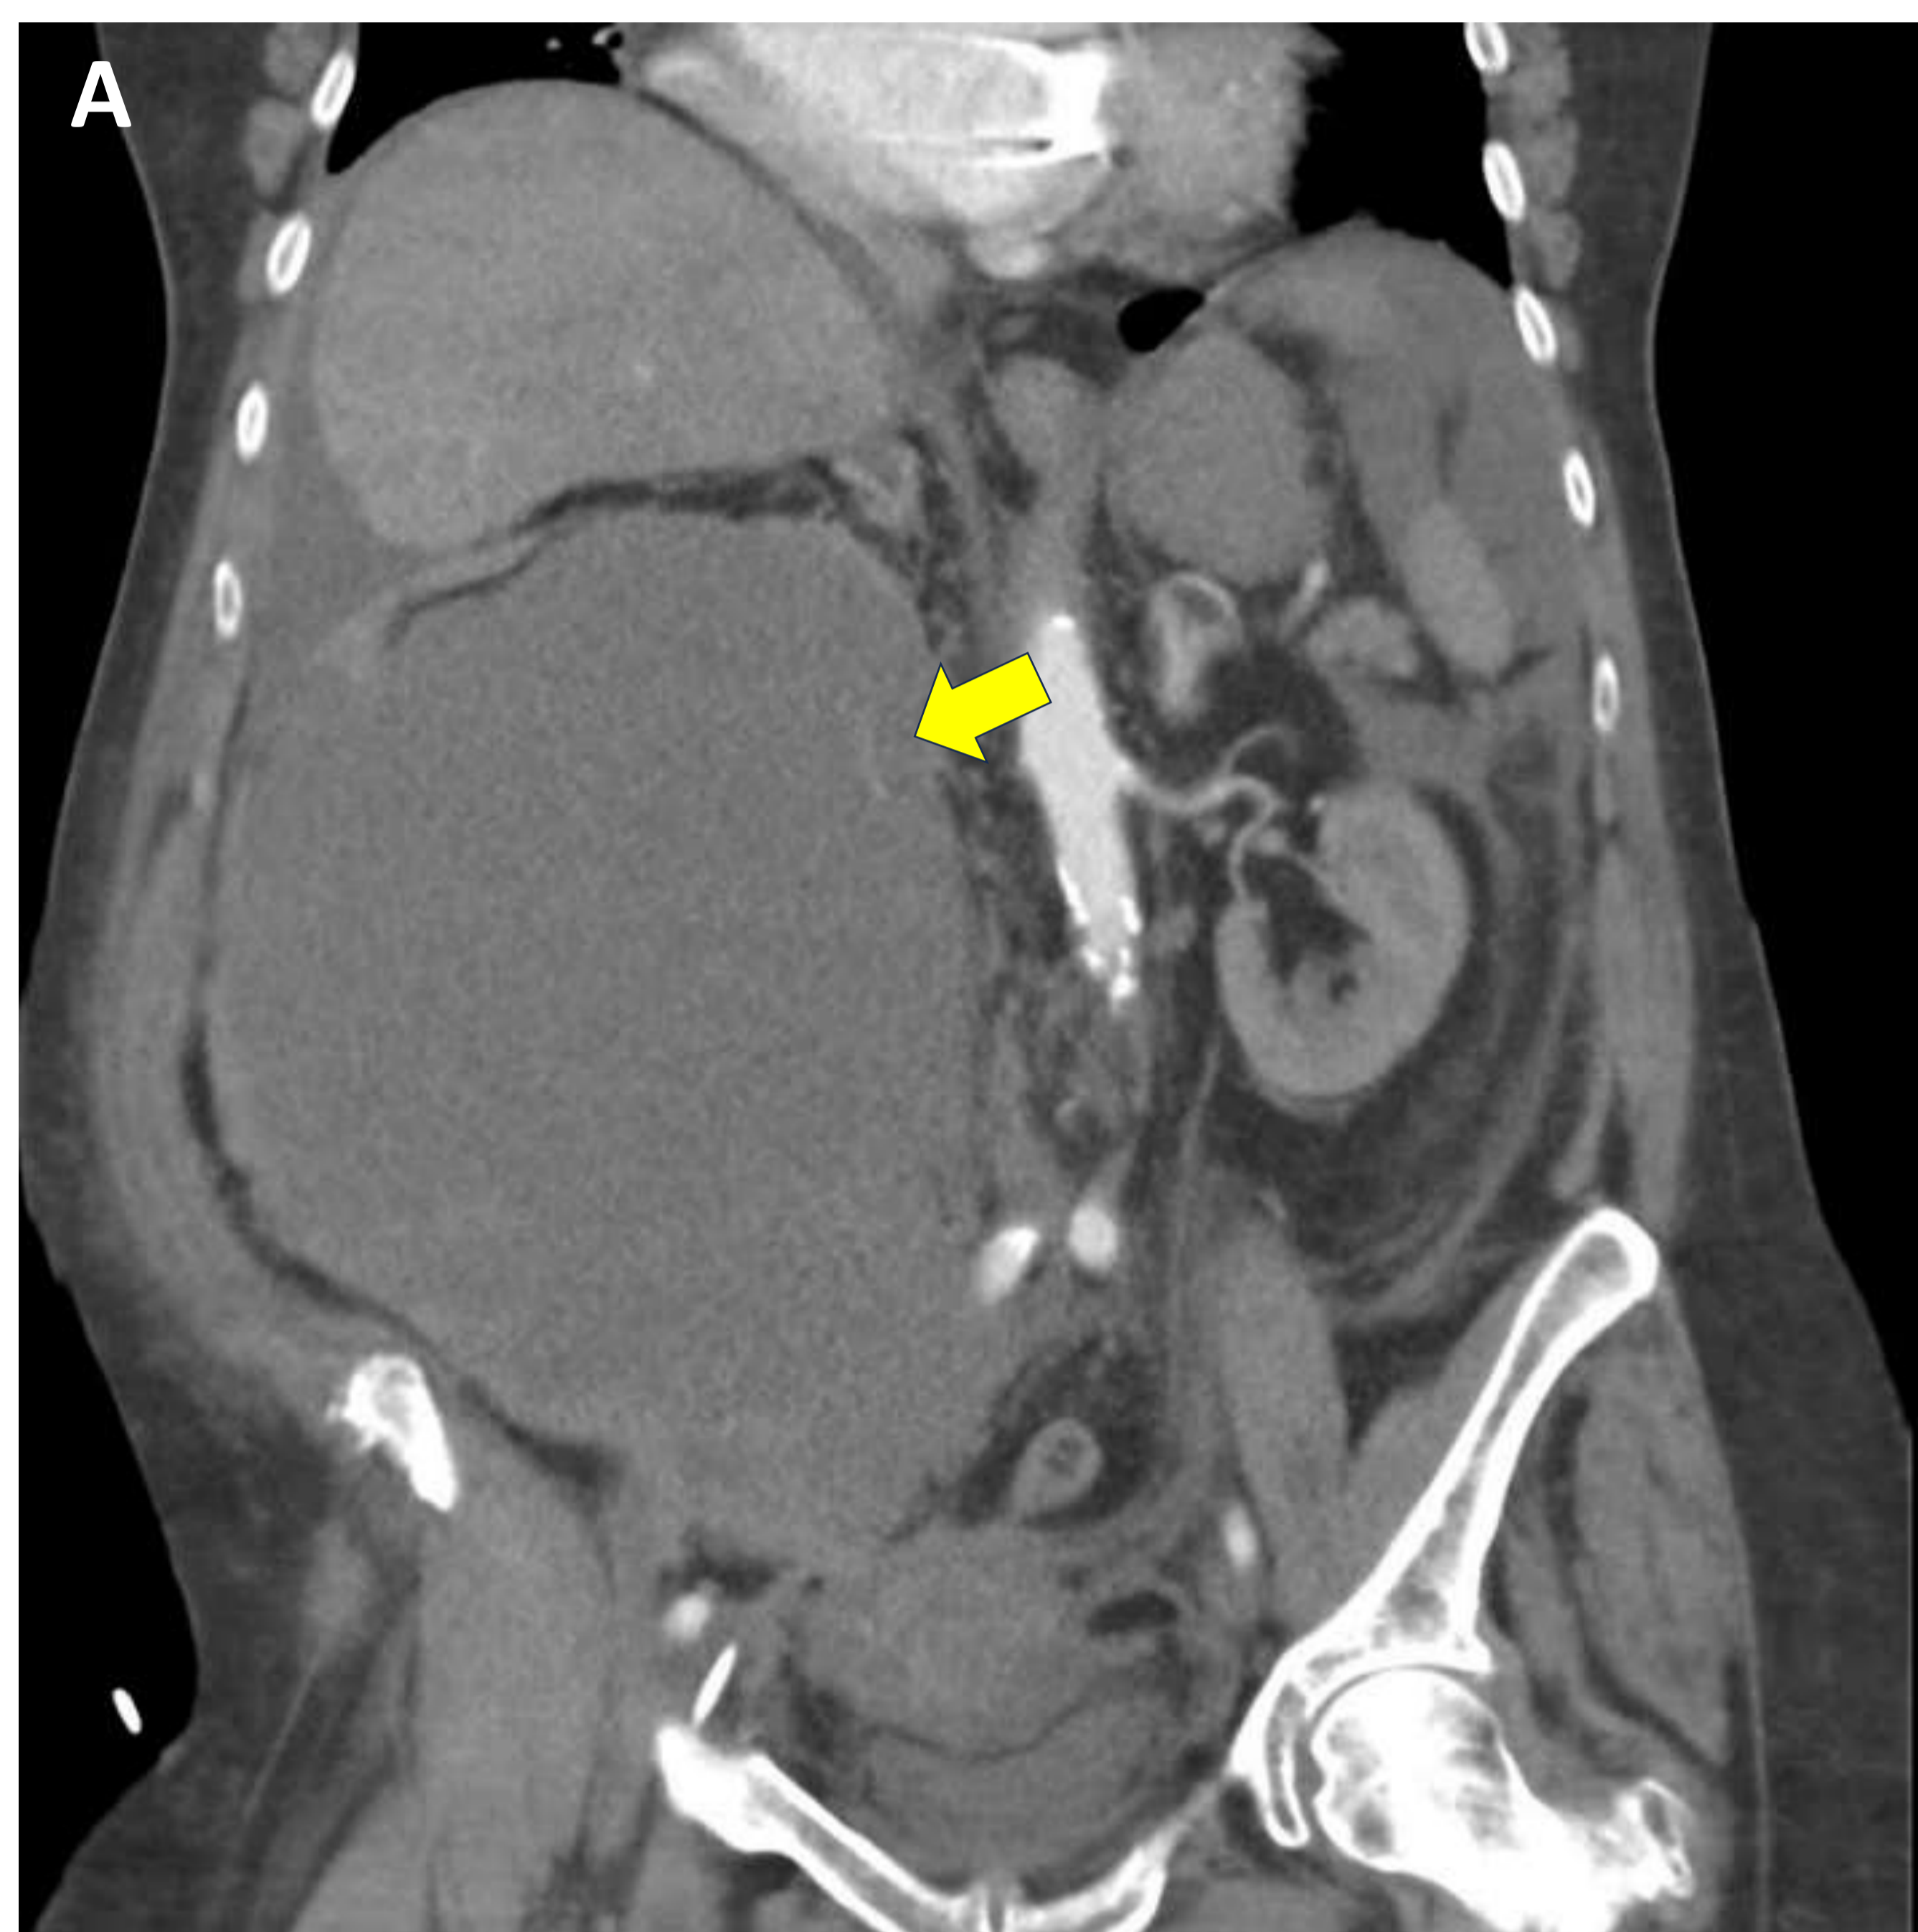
TC abdominopélvico con contraste en fase arterial, reconstrucción coronal (A), con hematoma retroperitoneal postraumático en formación con sangrado activo arterial (*flecha*); TC abdominopélvico con contraste en fase venosa de control (B), tres meses después, objetivando persistencia de hematoma, en fase crónica.
